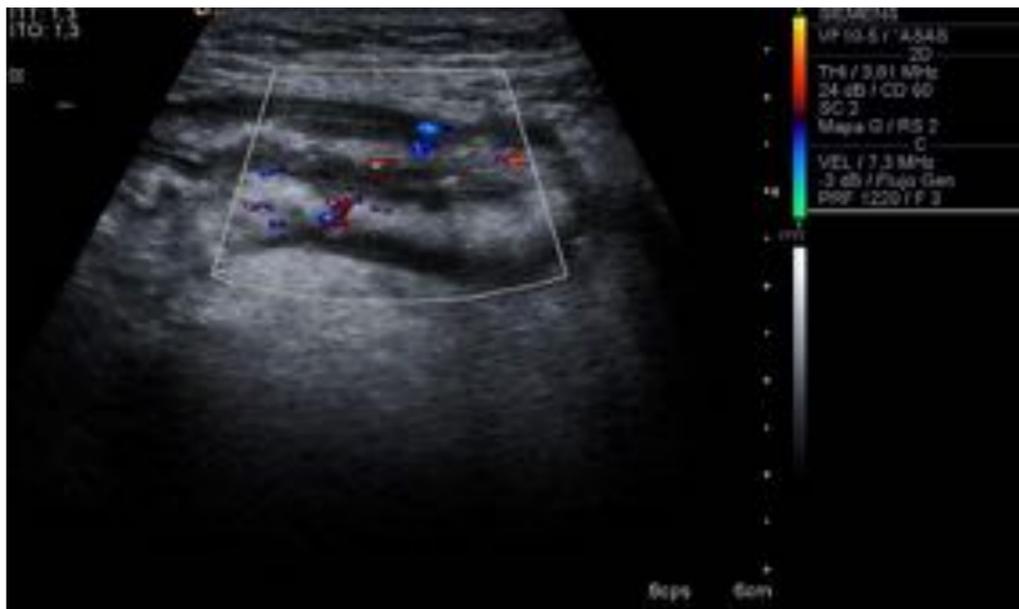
Aumento de la señal Doppler color como signo de hiperemia parietal.
